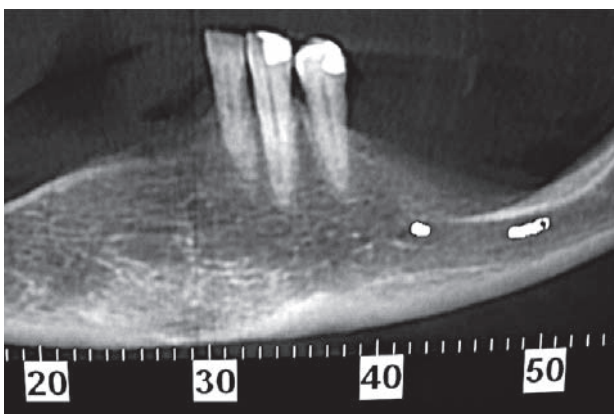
Aspect radiographique avant latéralisation.
